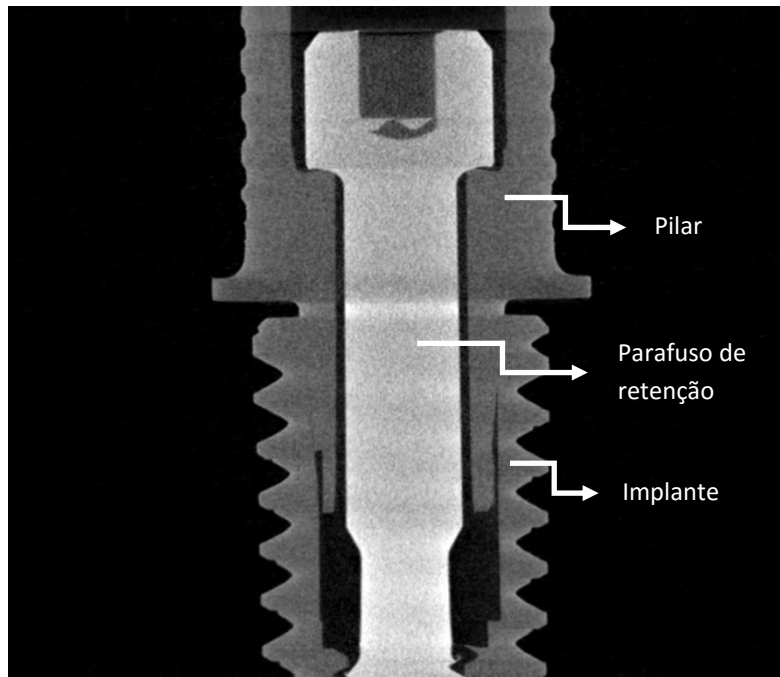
Imagem ilustrativa da conexão cone Morse obtida pelo escaneamento micro-CT.
